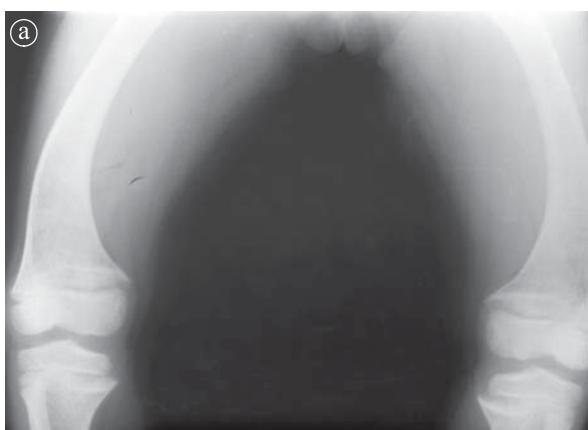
23. Genu varum 11 ani. a) Radiografie comparativă de genunchi. b), c) Radiografii genunchi AP.
